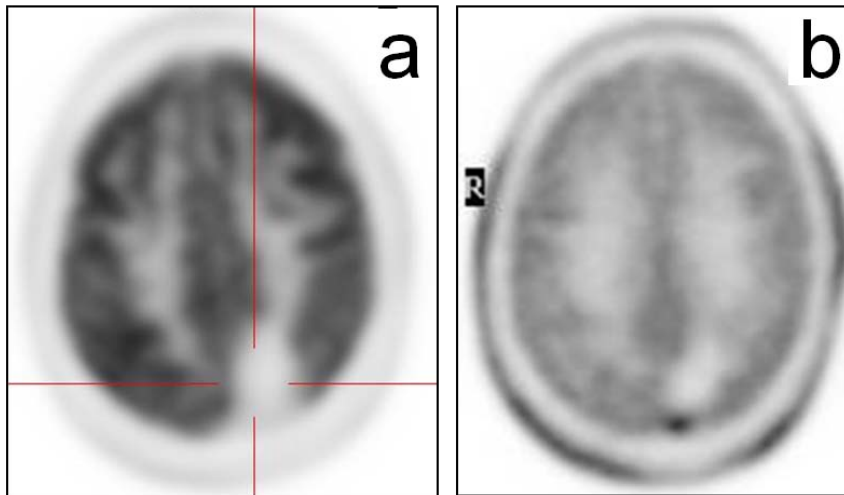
PET cerebral amb ^{18}F -FDG (a) i ^{11}C -metionina (b)
